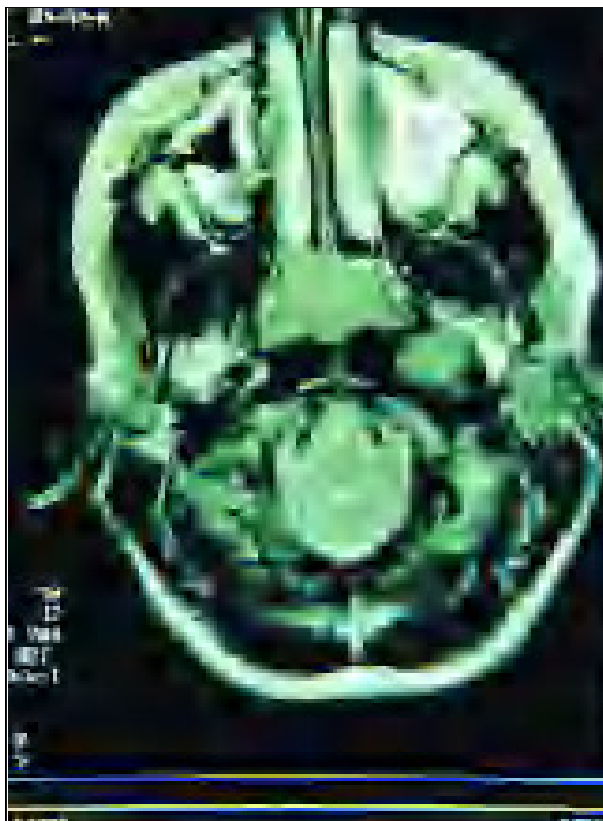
Resonancia Nuclear Magnética facial, se aprecia hipertrofia de anillo linfático de Waldeyer en rinofaringe y ocupación de seno maxilar derecho.
